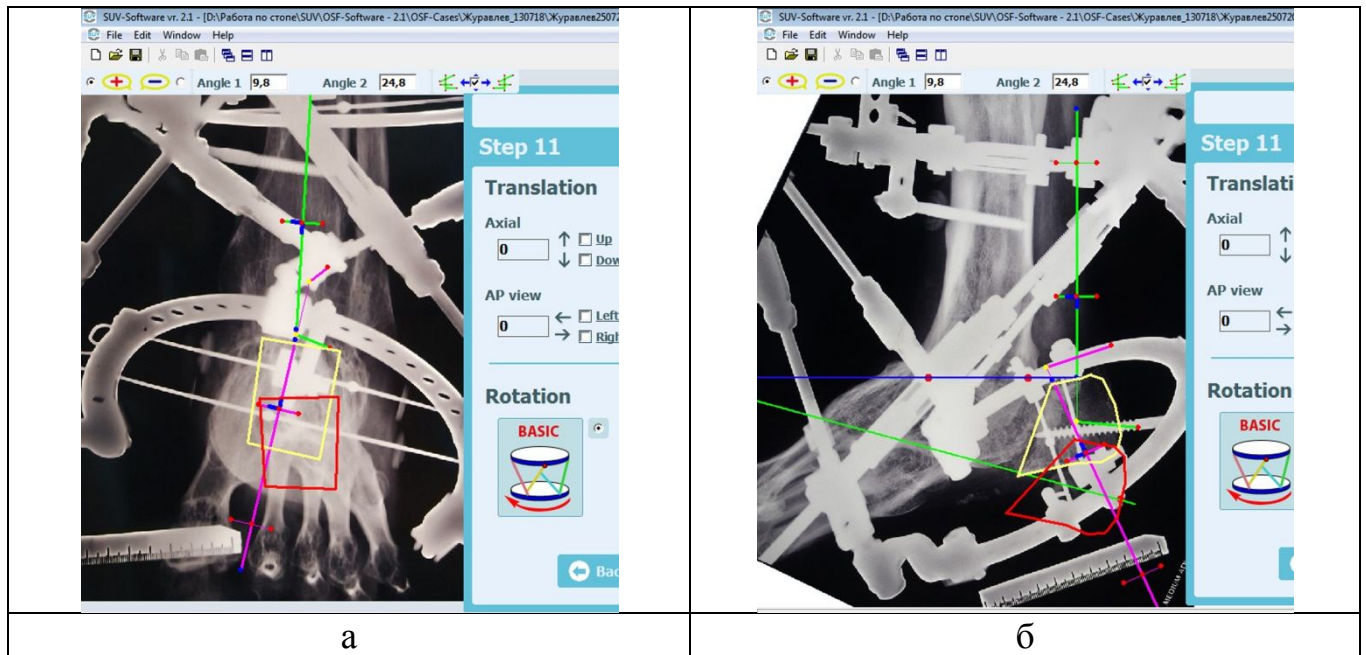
Окно программы SUV-Software на 11-м шаге: а – расчет коррекции в прямой проекции; б – расчет коррекции в боковой проекции
